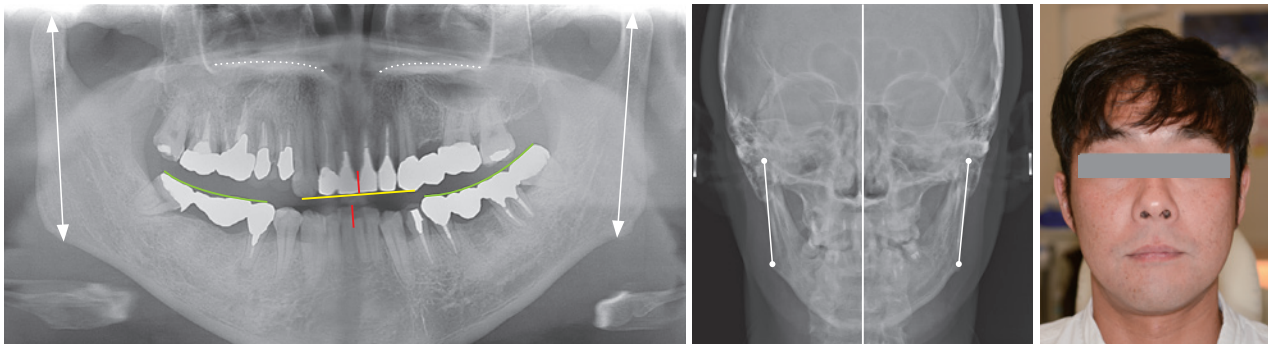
初診時のパノラマX線写真と初期治療開始時のP-A写真, 顔貌写真.
